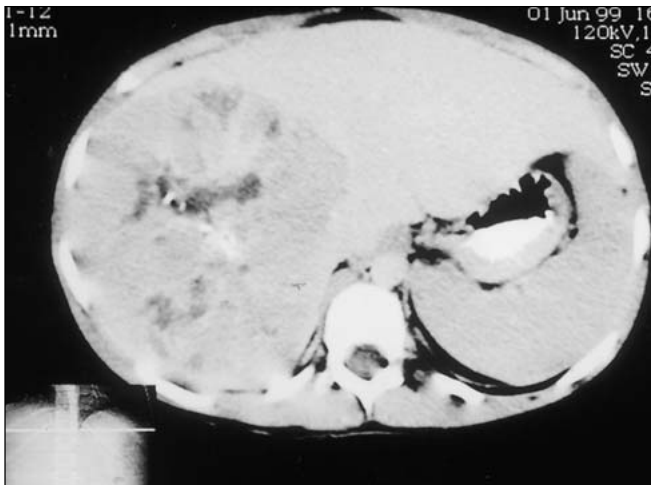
Tomografia computadorizada, fase tardia do contraste venoso.
